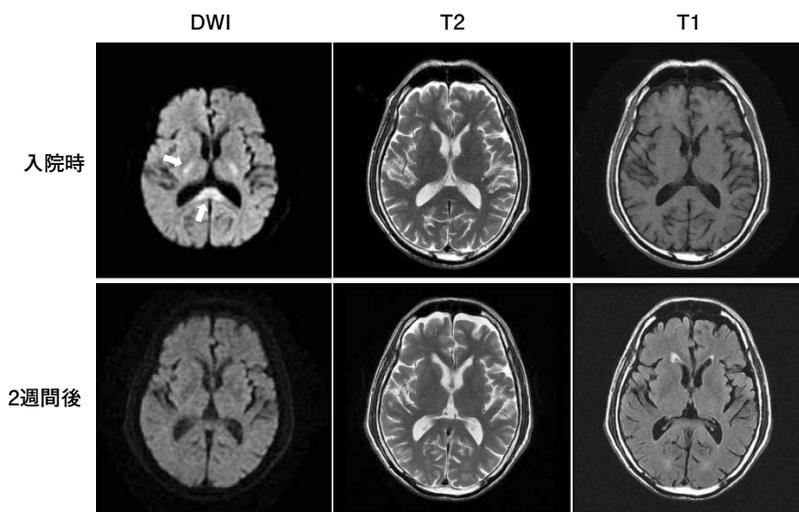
症例1の入院時および入院2週間後の頭部MRI.
